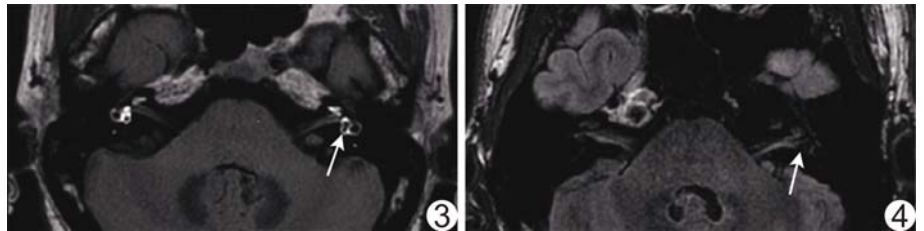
患者女, 47 岁, 经鼓室给药 24 h 后内耳 3D FLAIR MRI 显示左侧前庭内淋巴积水 (箭)
